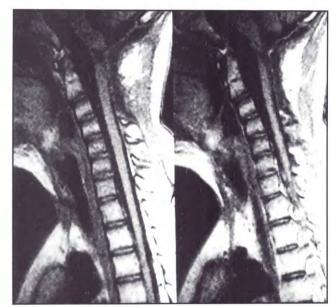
Otro caso. IRM T1 con contraste. Porción quística superior. B. Exéresis total del tumor.
